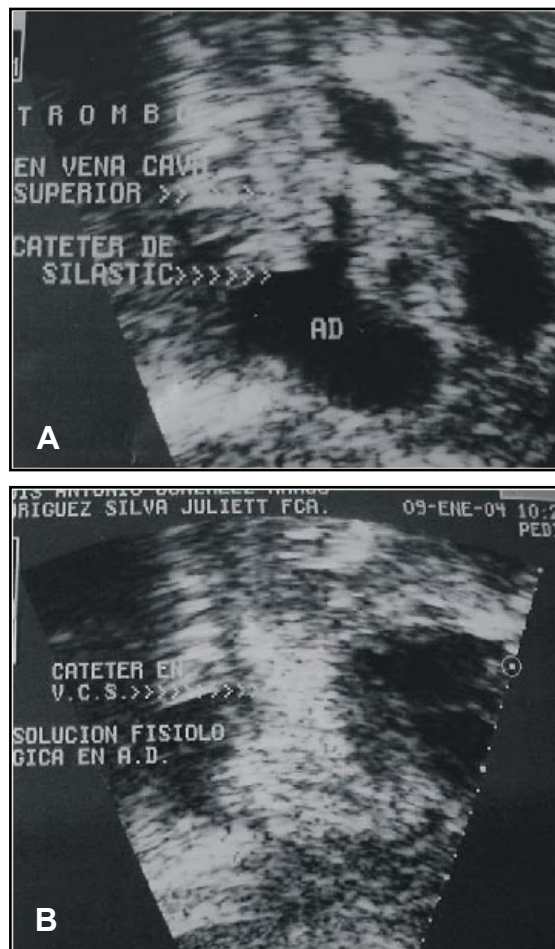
Ecocardiograma lado A, muestra catéter en VCS y presencia de trombo; lado B ecocardiograma de contraste muestra permeabilidad del catéter.
